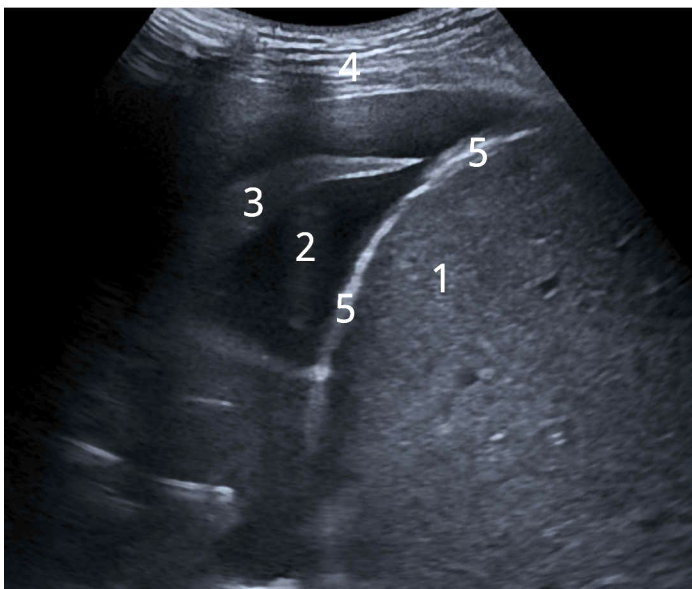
Пример визуализации гидроторакса при УЗИ: 1 – паренхима печени; 2 – экссудат; 3 – спавшаяся ткань нижней доли правого легкого; 4 – мягкие ткани грудной стенки; 5 – диафрагма [оригинальный рисунок].
